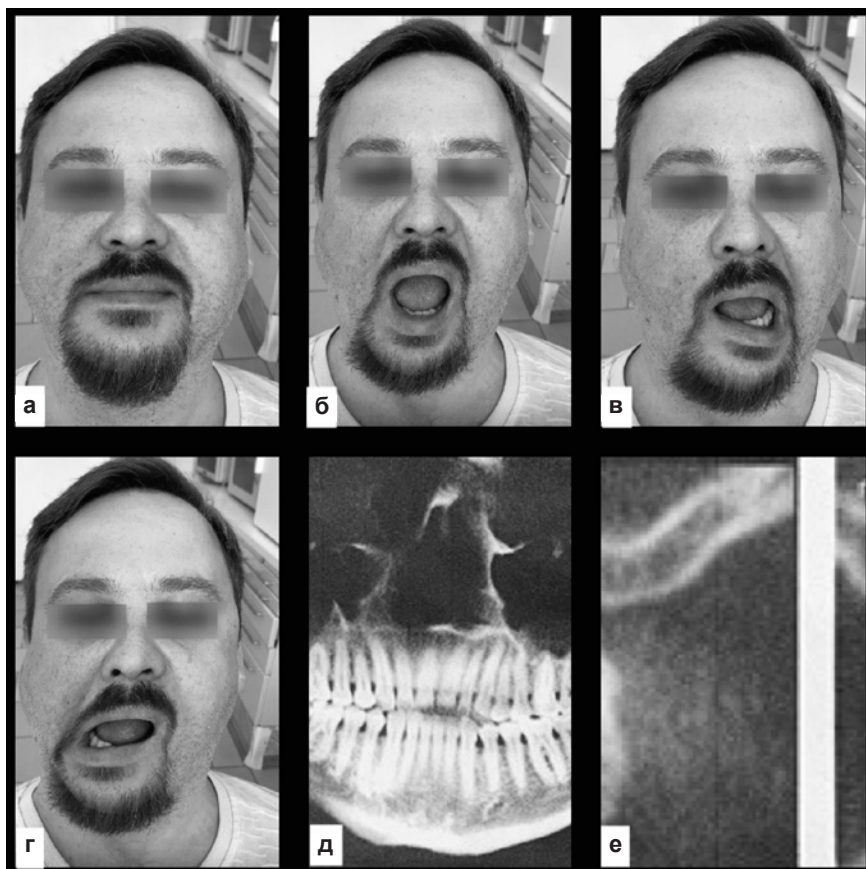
Результат артропластики мыщелкового отростка титановым имплантатом пациента Н. на этапах отдаленного динамического наблюдения: а – контрольные осмотры через 19 лет после артропластики в прямой проекции с закрытым ртом; б – с максимальным открытием рта; в – движение нижней челюсти влево; г – движение нижней челюсти вправо; д – компьютерная томограмма через 19 лет: панорамный вид; е – компьютерная томограмма через 19 лет: симметричные срезы в области суставных поверхностей ВНЧС у головки имплантата справа и головки нижней челюсти слева
